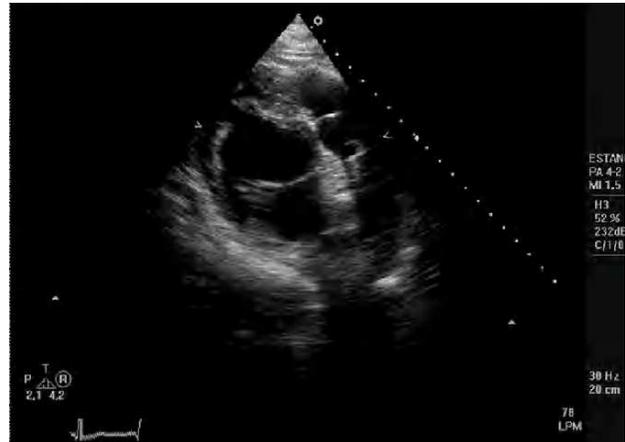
Ecocardiograma transtorácico (eje paraesternal corto). Se aprecia la arteria y la válvula pulmonar con una estructura fijada a la pared arterial que indica la presencia de una vegetación.
